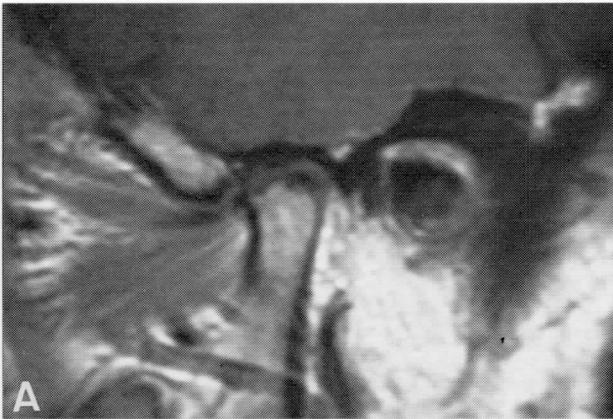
RMN de la ATM izquierda. En mucho menor grado que la ATM derecha se aprecian lesiones osteocondrales. El menisco articular tampoco es identificable en esta articulación. Tras la administración de contraste los cambios inflamatorios intrarticulares están menos realizados que en la ATM derecha. A: corte lateral. B: corte frontal.
